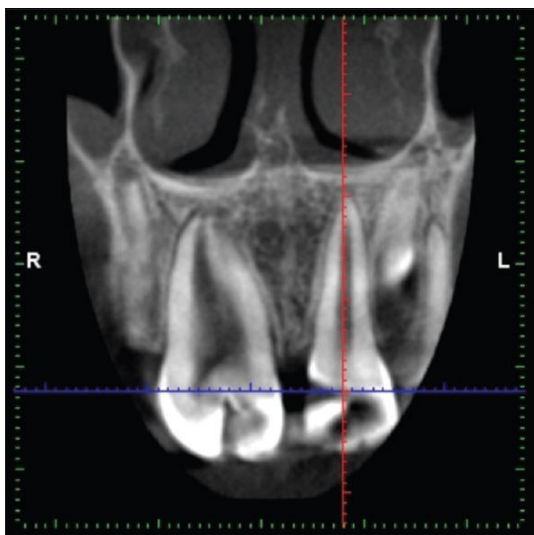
coupe longitudinale du CBCT centrée sur 11 et 21 [19].
